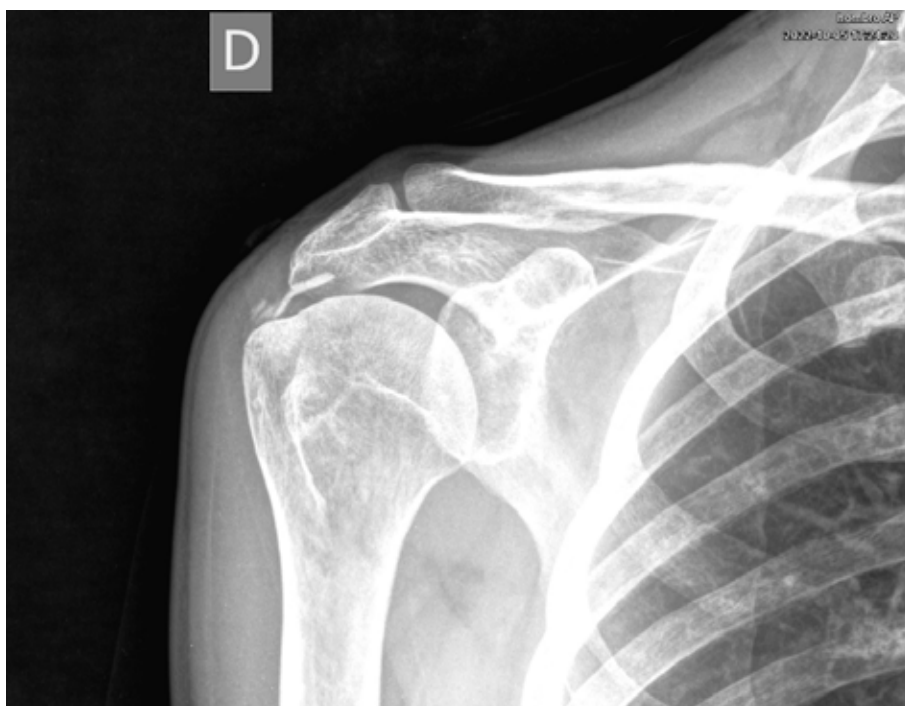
Radiografía anteroposterior hombro derecho previa al tratamiento. Se observan grandes calcificaciones en manguito rotador. Compatible con tendinitis calcificante.
